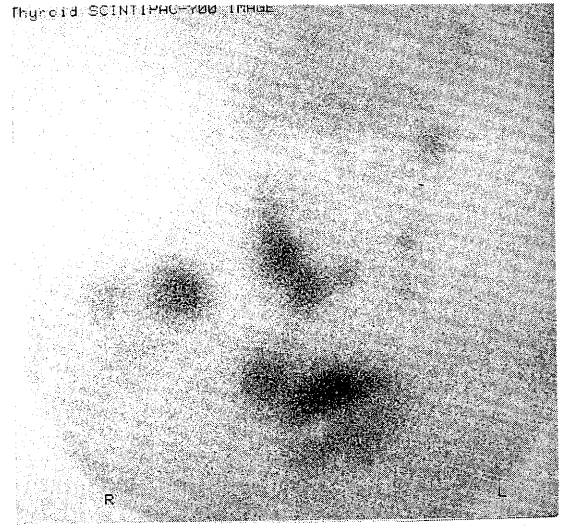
^{201}Tl scintigram shows multiple focal accumulations in the neck, right clavicular fossa and the upper chest.
